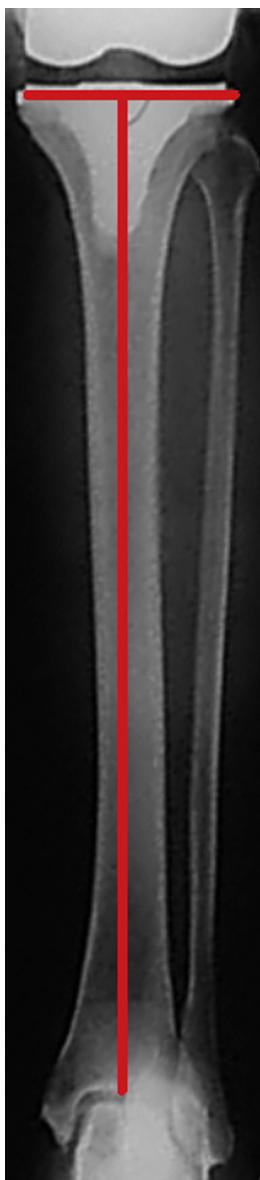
Ângulo do componente tibial (ACT) medido em radiografia pós-operatória.
